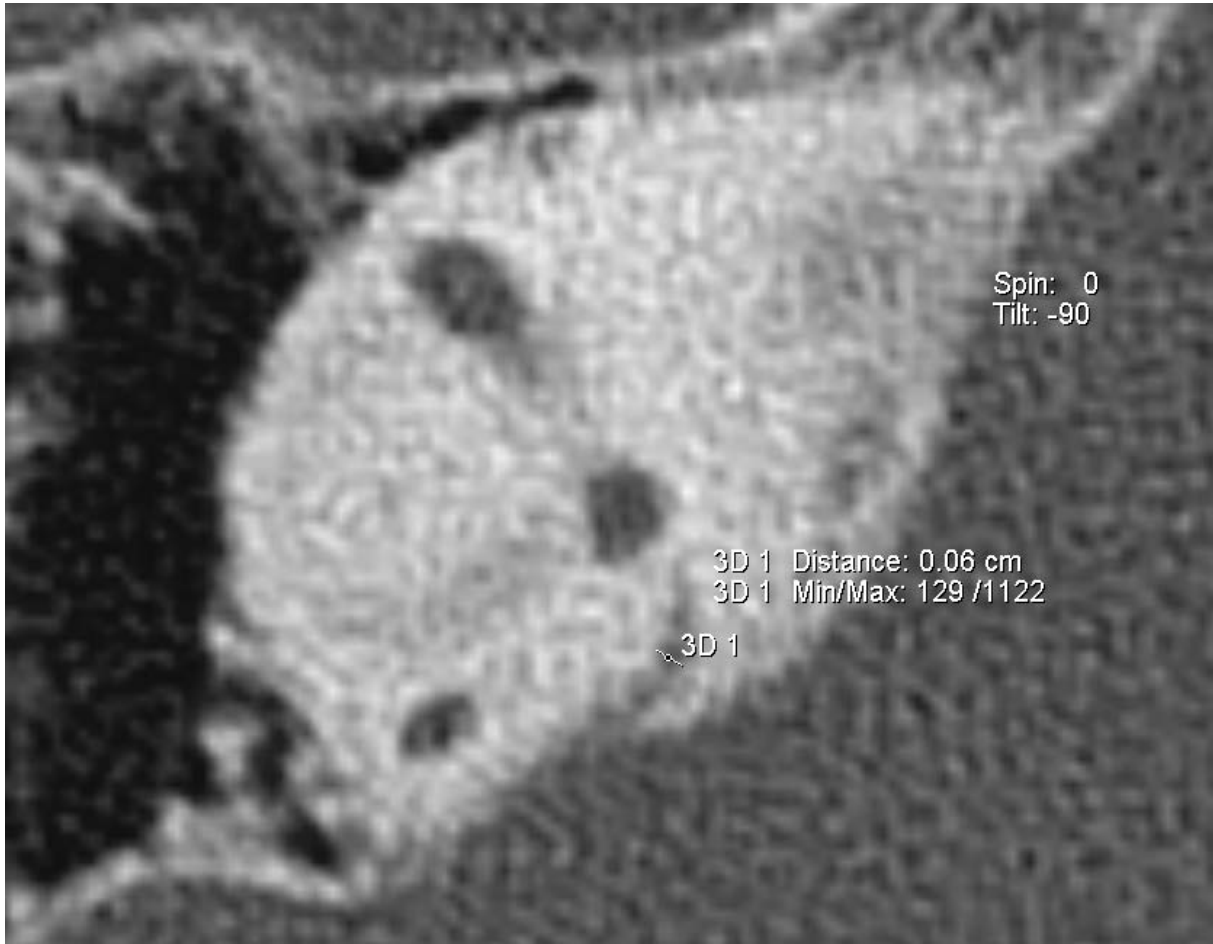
Messung der Breite (Durchmesser) des Aquaeductus vestibuli in der Mitte {3D 1} [CT_VA_BM_re] mit Tool ‚2D Distance‘
